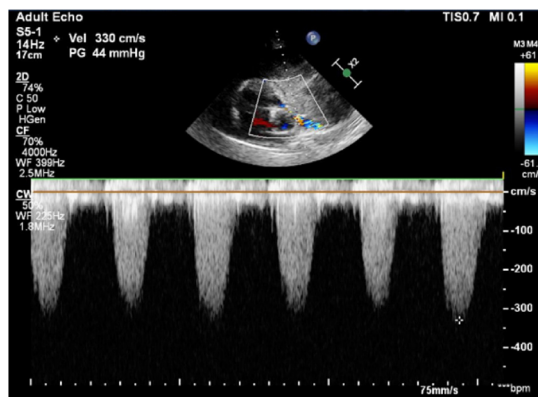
Ecocardiograma transtorácico em janela paraesternal eixo curto com Doppler contínuo da artéria pulmonar mostrando velocidade máxima 3,3m/s e gradiente de pico 44mmHg por compressão extrínseca pela massa mediastinal.
